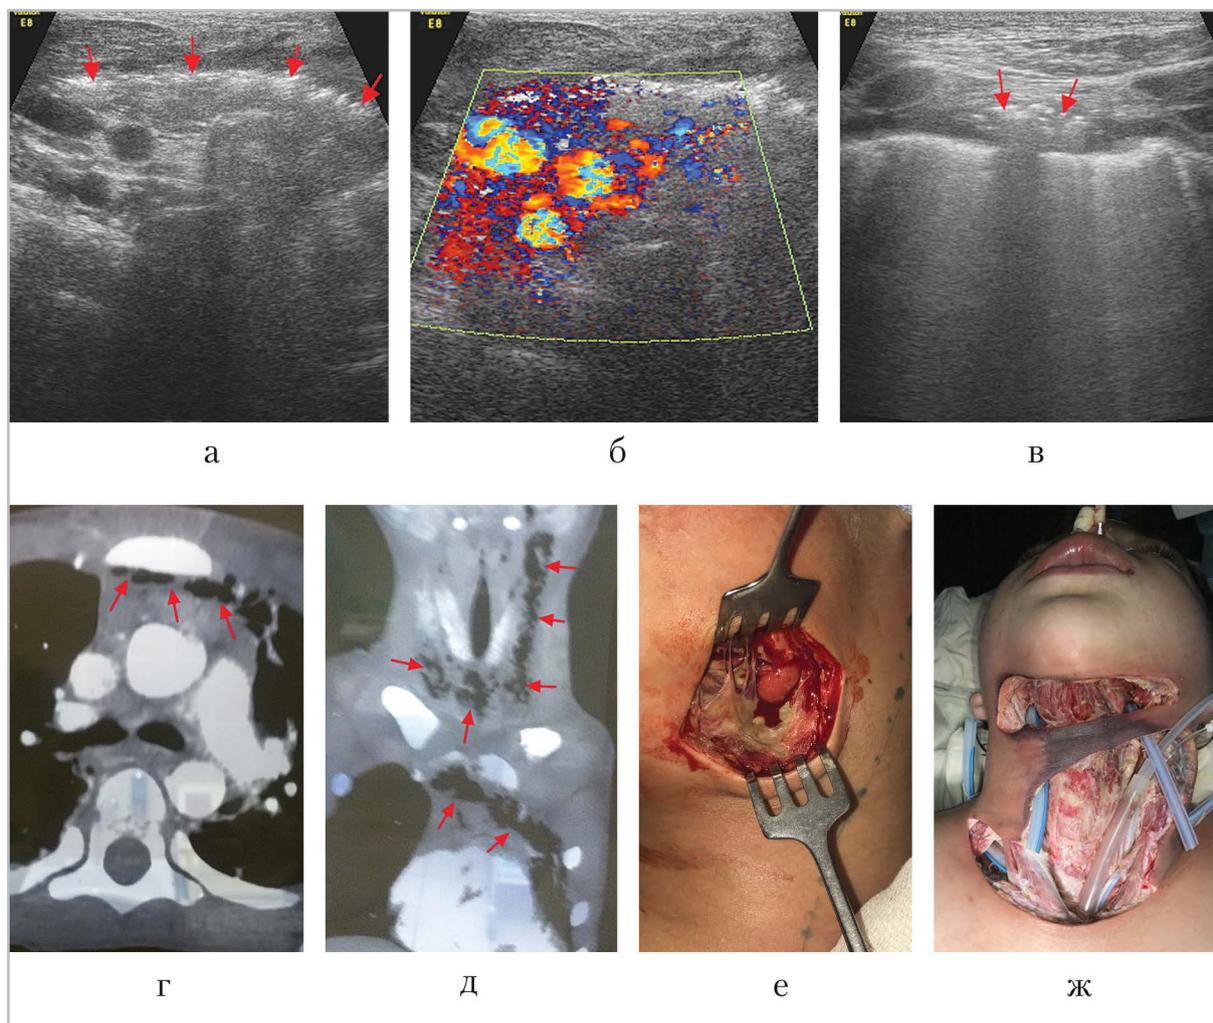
Одонтогенная некротическая флегмона шеи и переднего средостения: *красные стрелки* — газ в тканях; *а* — поперечный скан на уровне шеи; *б* — тот же скан, цветное доплеровское исследование, магистральные сосуды шеи сохранены; *в* — поперечный скан переднего средостения через хрящ между рукояткой и телом грудины; *г, д* — КТ-срезы: поперечный и фронтальный; *е* — интраоперационный снимок: некротически измененные ткани слева на шее; *ж* — вид раны после ее очищения от гноя и некротических масс, 80-е сутки после операции
